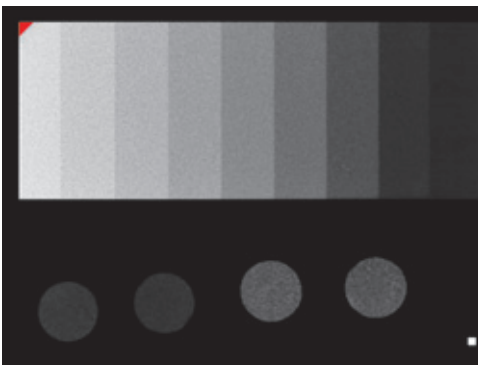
Digitale Röntgenaufnahme der Zementscheiben und des Aluminiumstufenkeils.
